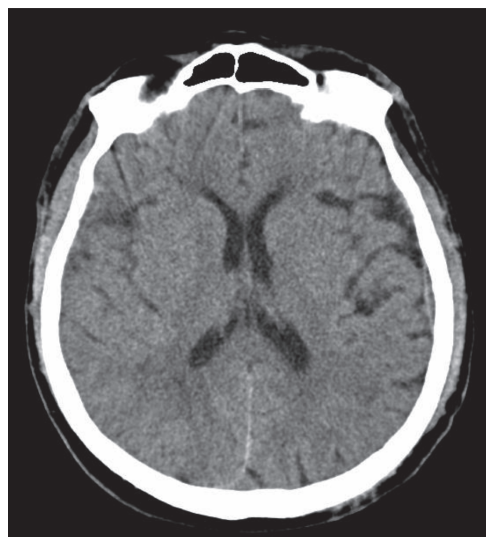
Пациент П., 25 лет. КТ- головного мозга
